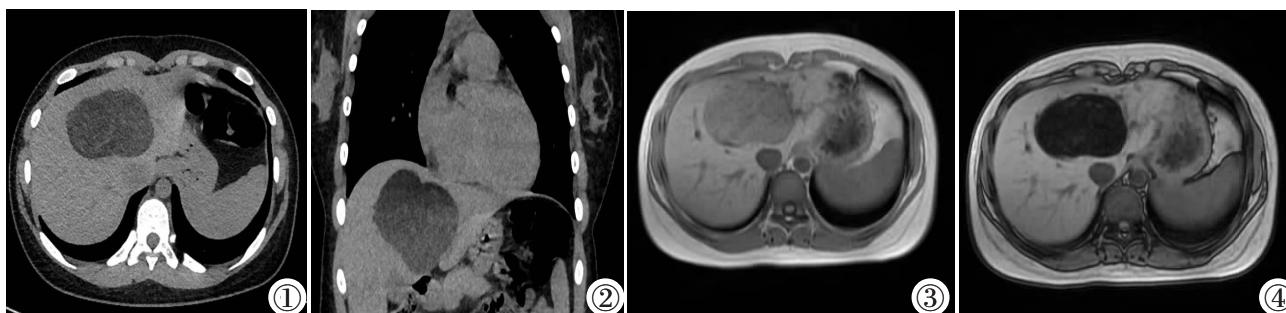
CT 平扫横断位示肝左叶类圆形混杂极低密度影, 边界清晰。图 2 CT 平扫冠状位示肝左叶占位呈分层现象, 上层极低脂肪密度影, 下层稍低密度影。图 3 MRI 平扫 T₁WI 同相位示肝左叶类圆形稍低信号影。图 4 MRI 平扫 T₁WI 反相位示肝左叶占位信号减低。
